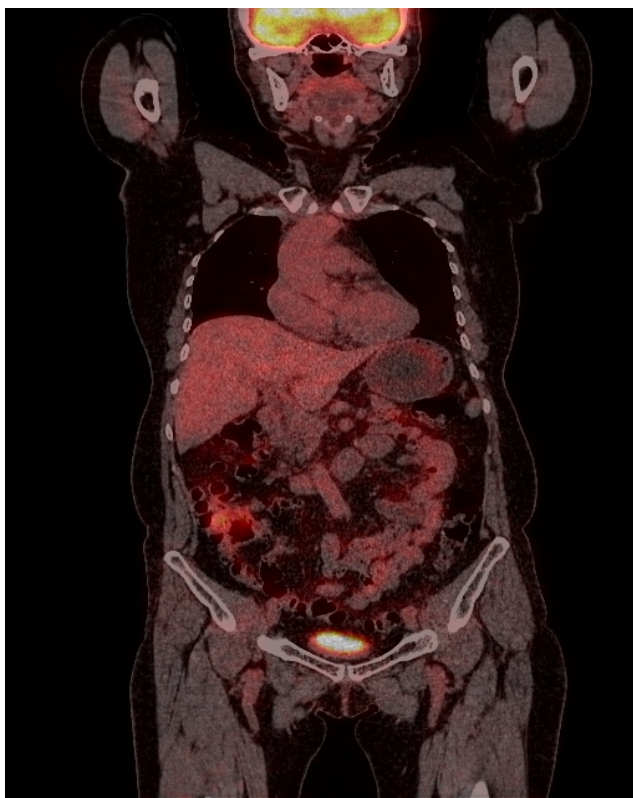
Пациентка Ш., контрольное обследование ПЭТ/КТ после проведенного профилактического облучения с ХЛТ
